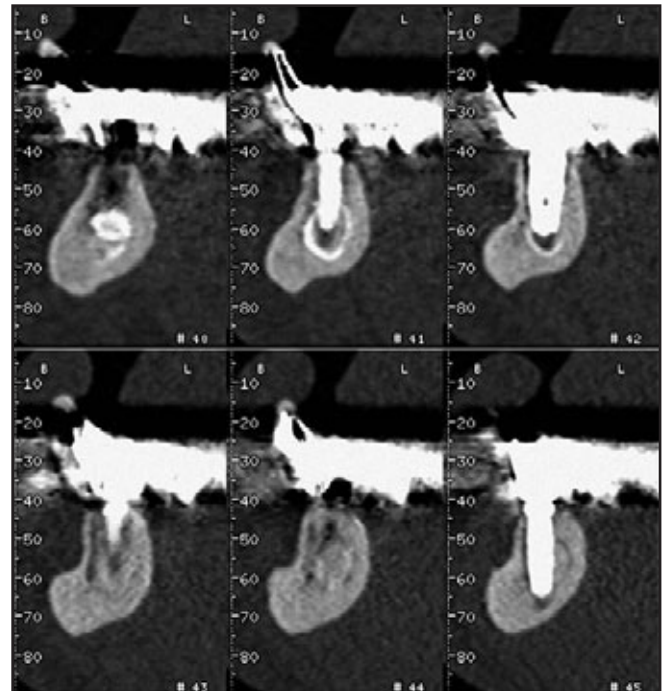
Schrägschnitt des CT-Scans vom Follow-up nach 2 Jahren, der die Beziehung zwischen dem impaktierten Zahn und dem Implantat bestätigt. Bei keinem Implantat war eine abnormale Reaktion zu erkennen, unabhängig davon, ob es in den Knochen oder durch den impaktierten Zahn inseriert worden war.
